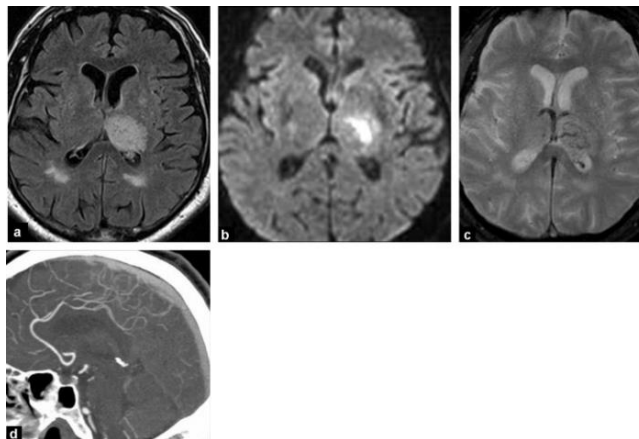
Trombosis venosa profunda aislada. (a) FLAIR axial; (b) difusión axial; (c) axial T2; (d) Angiografía por TC en la reconstrucción de MIP sagital. Trombosis venosa de dos venas cerebrales internas. En la angio-TC, que muestra claramente una trombosis limitada a la red profunda, siendo permeable el seno sagital superior¹⁴.*
